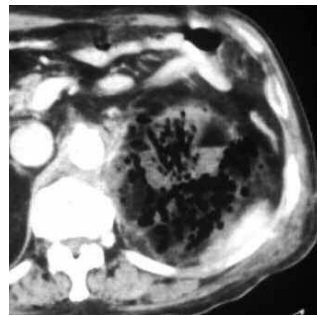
Pielonefritis enfisematosa. TC que muestra claramente la presencia de aire en parénquima renal.
